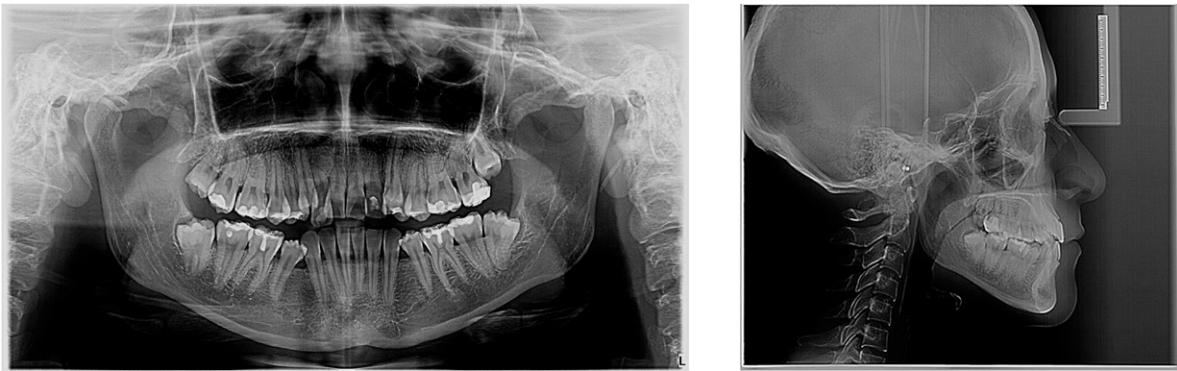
Estudios iniciales de ortodoncia, de izquierda a derecha, ortopantomografía y lateral de cráneo.
